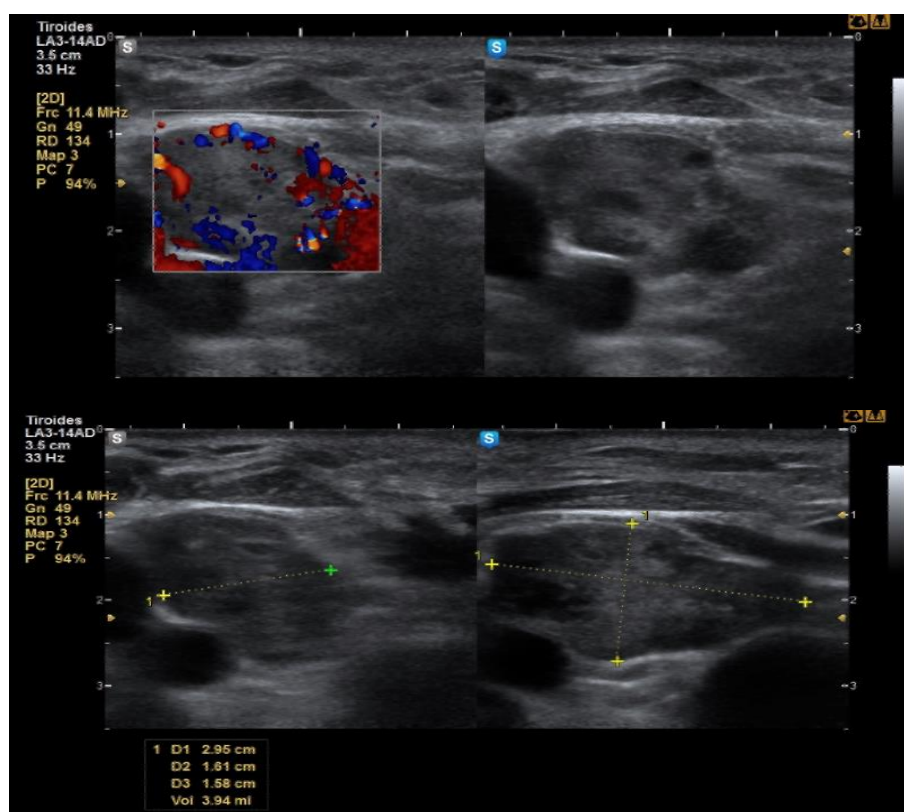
Ecografía cervical.
